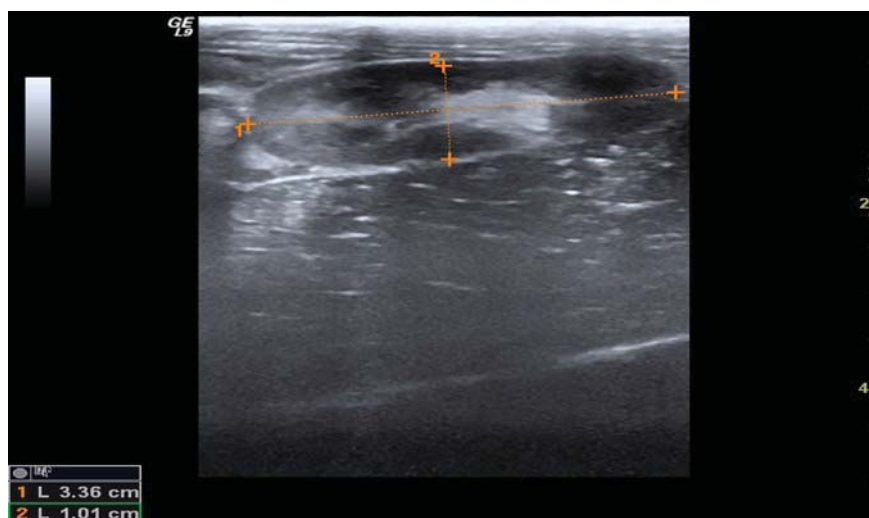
УЗИ почки кролика до эксперимента
